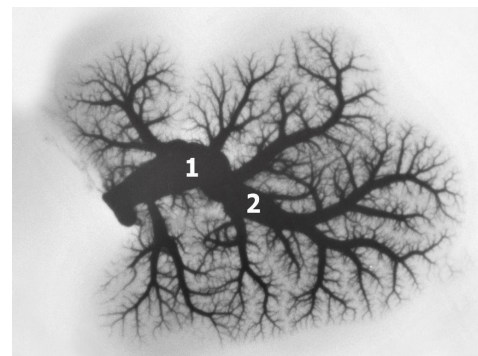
Вени печінки при гострому отруєнні ацетилсаліциловою кислотою. Фото з рентгенангіограми: 1 – венозний колектор печінки; 2 – вена лівої частки печінки.
